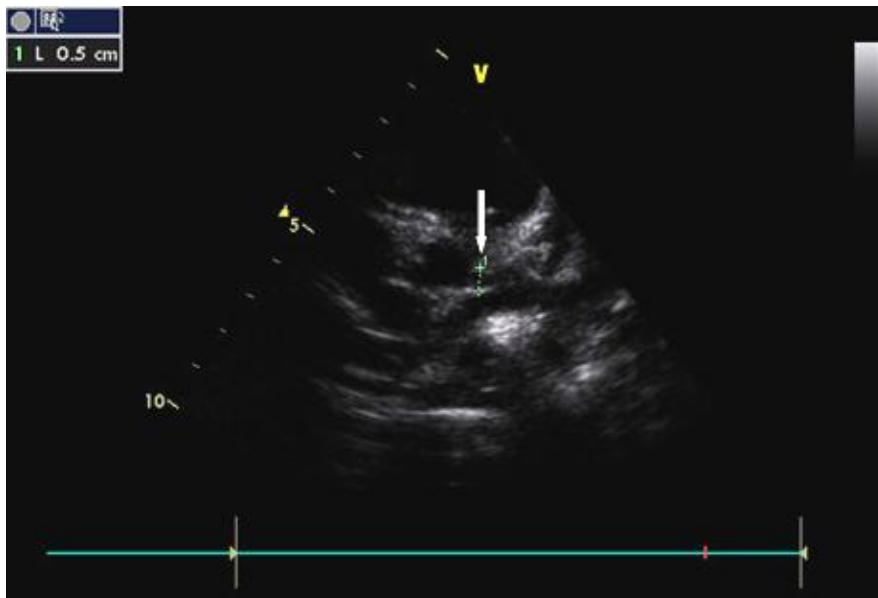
Echocardiographie 2D montrant deux anévrysmes de la coronaire gauche dont l'un est de 4mm (étoile rouge) et l'autre est géant mesurant 9mm (flèche) sur une échographie, et 8mm (étoile blanche) sur une deuxième échographie (Service de Pédiatrie - CHU Hassan II - Fès).
